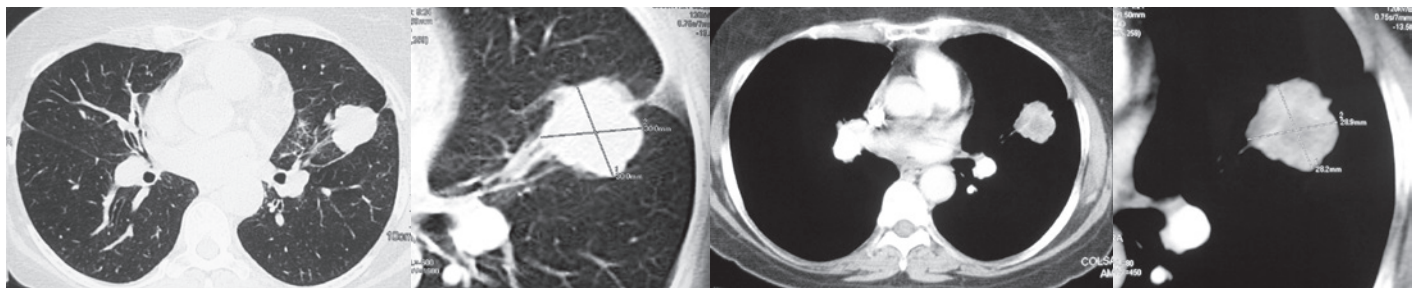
Tomografía de tórax. Masa de bordes irregulares que toma el medio de contraste localizada en el lóbulo superior izquierdo.
